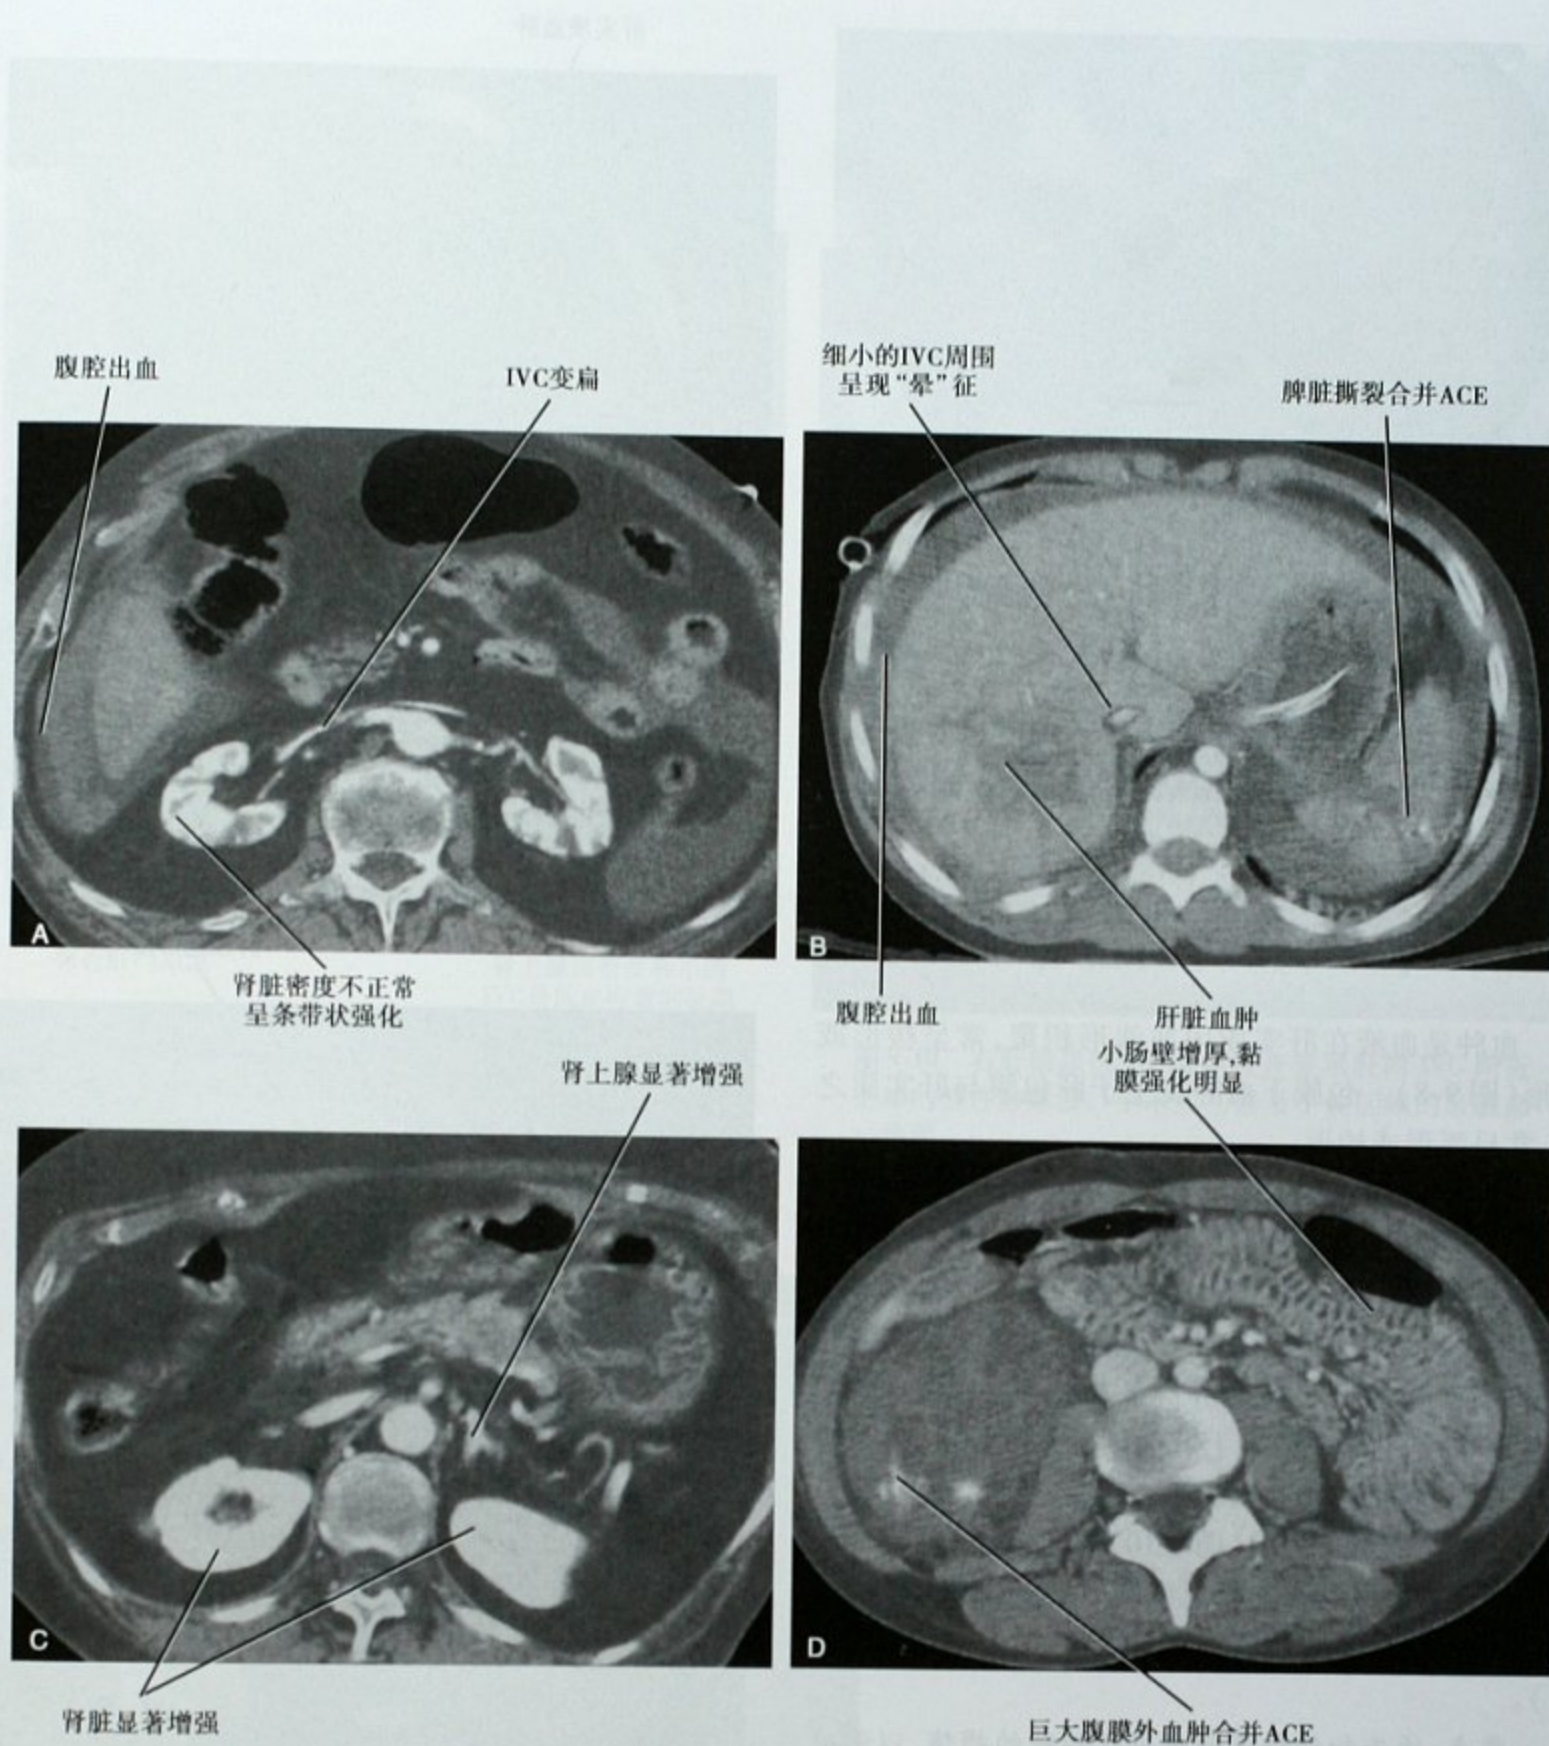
4位不同患者的CT增强检查显示血压不稳的影像学改变。A. 腹腔出血致IVC变扁；B. IVC周围呈现低密度“晕”征；C. 肾脏、肾上腺显著增强；D. 休克肠改变
